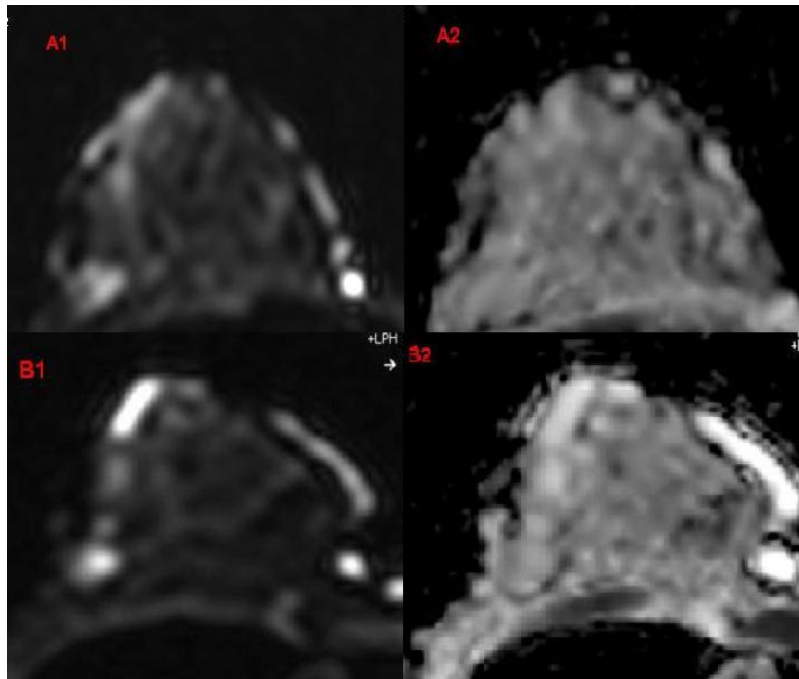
Resultados relativos à variação da direcção de fase. A1 e A2 são imagem ponderada em DWI e mapa ADC respectivamente com a direcção de fase em AP B1 e B2 com direcção RL.
